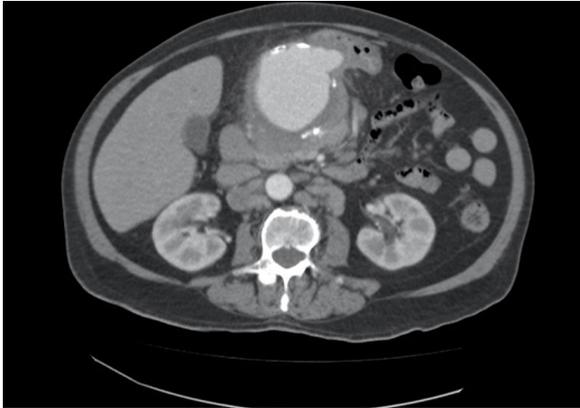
Angio-TC que muestra aneurisma de arteria hepática.
